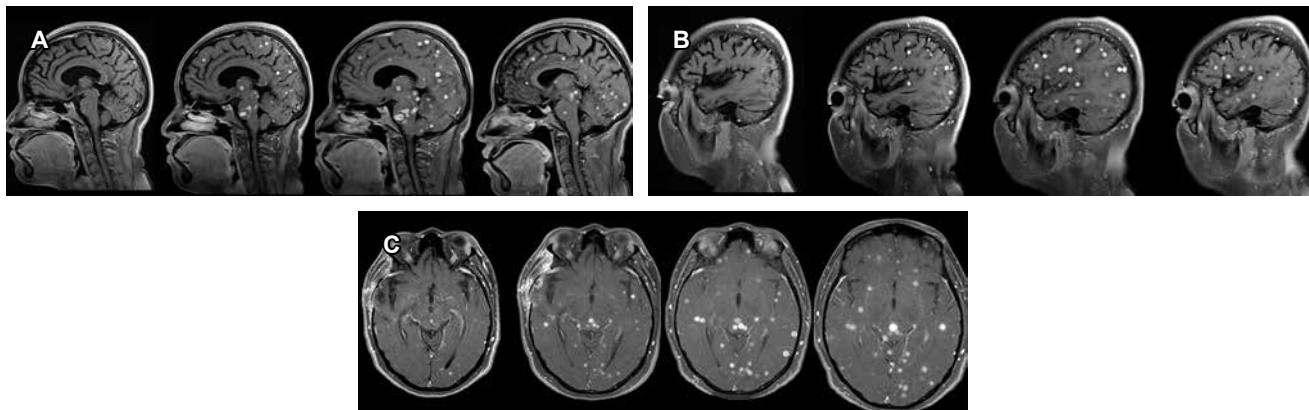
A-C) Se observan múltiples y dispersas lesiones ocupativas, nodulares, hipointensas en T1 e hiperintensas en T2 y FLAIR (*Fluid-Attenuated Inversion Recovery*) [recuperación de inversión atenuada por fluidos], asociadas a edema perilesional, las cuales, tras la administración de medio de contraste, realzan de manera homogénea ávida y en forma anular, con zona central hipocaptante; algunas de ellas con patrón restrictivo durante la difusión. De manera infratentorial, las lesiones se localizan en mesencéfalo, bulbo, tallo, vermis y hemisferios cerebelosos. Se muestran de manera consecutiva desde el inicio de la enfermedad y posterior al tratamiento, evidenciando mejoría franca en número de lesiones, tamaño y edema perilesional.
